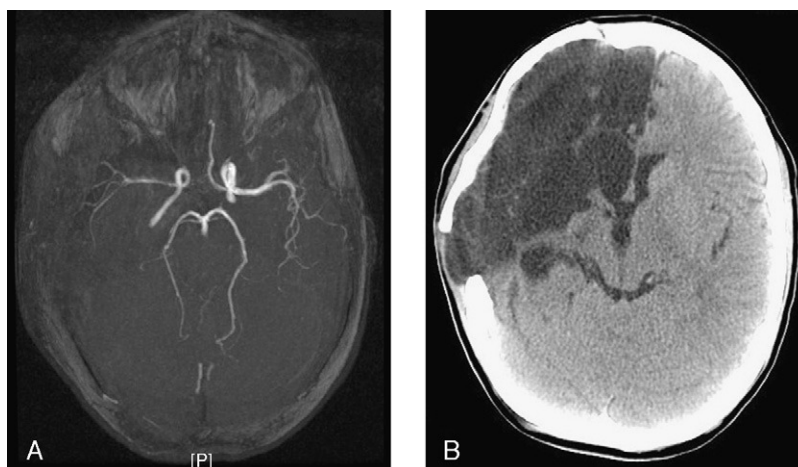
A) Angiorresonancia de polígono de Willis. Alteraci3n de seña en arteria cerebral media derecha, con escasa seña en la divisi3n silviana y marcada irregularidad mural y menor seña respecto a la homónima contralateral. B) TC craneal tras reposici3n ósea. Degeneraci3n quística-necr3tica con tracci3n ventricular homolateral en relaci3n con la p3rdida de volumen parenquimatosa hemisférica derecha. Poroencefalía evolucionada secundaria al infarto derecho de arterias cerebrales media y anterior derechas.
